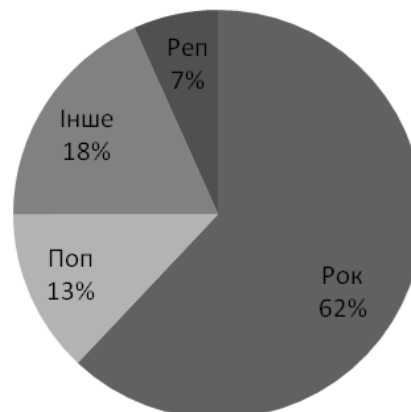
Графічне зображення розподілу музичних вподобань за жанром.
